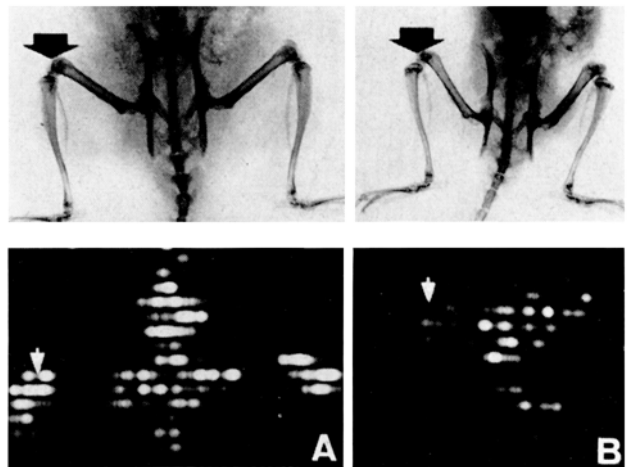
Röntgenbild und Photoszintigramm nach Sr<sup>85</sup>-Injektion. a) Kontrolltiere, b) penicillaminbehandelte Ratten: Retardiertes Wachstum der Röhrenknochen, verbreiterte Tibiaepiphysenfuge, fehlende Sr<sup>85</sup>-Akkumulation über dem Kniebereich (Pfeil).
